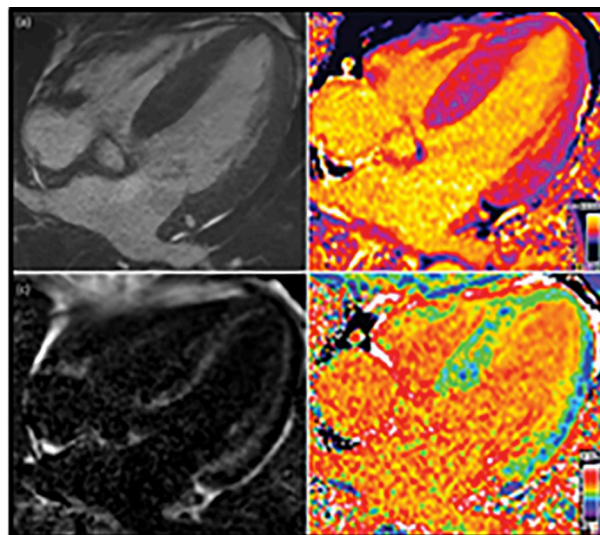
(40). RM cardíaca en paciente con amiloidosis de cadena liviana, a) SSFP, dónde se observa engrosamiento miocárdico b) T1 mapping nativo c) Realce tardío de Gadolínico, mostrando realce subendocardico d) Volumen extracelular aumentado.
